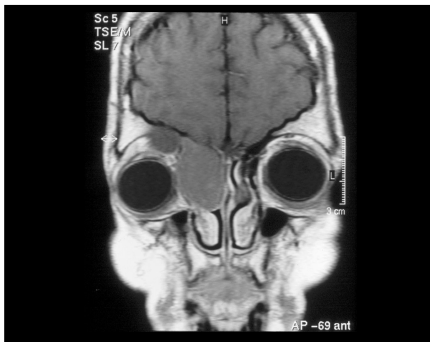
Corte coronal de ressonância magnética mostra mucocele frontal-etmoidal.
